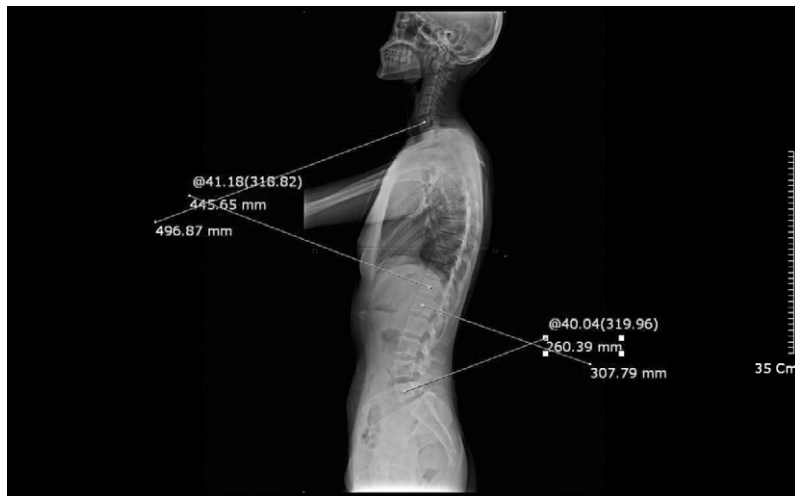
Whole spine X-ray(lateral) of Case 3. (after treatment)
